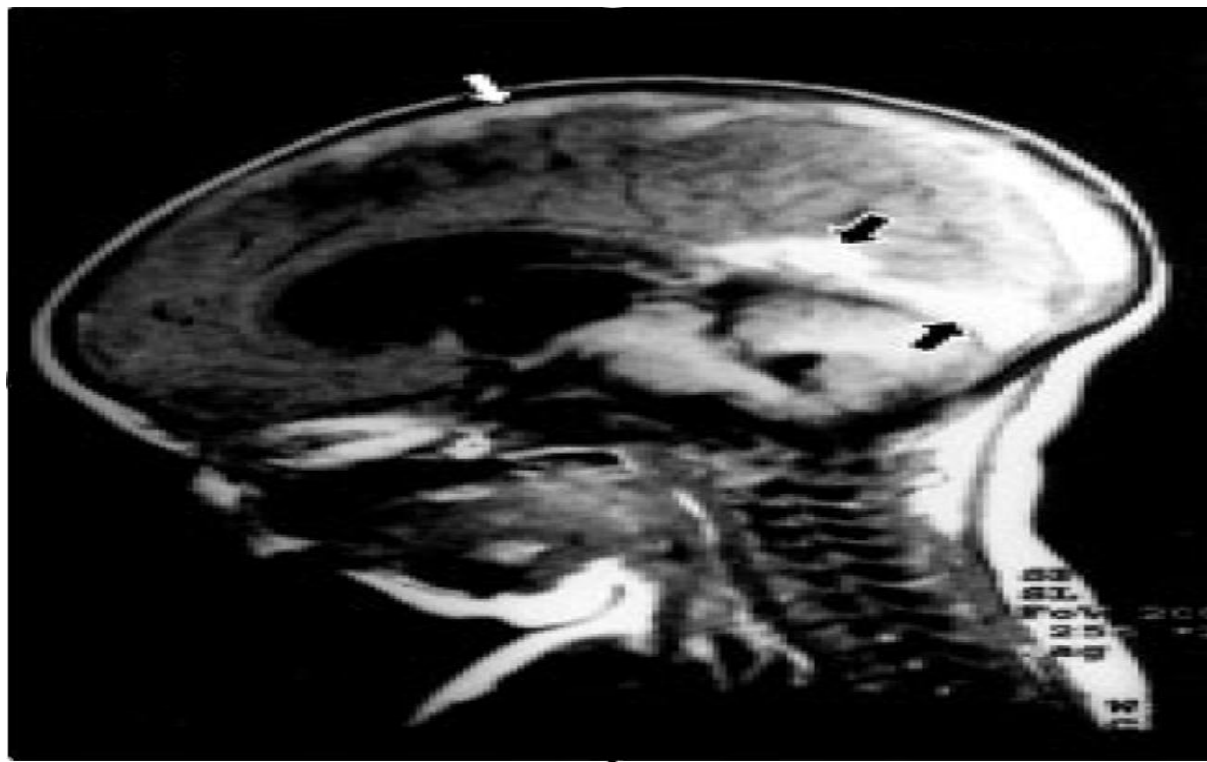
Coupe sagittale d'une IRM en séquence T1 montrant une thrombose dans les sinus sagittal supérieur et sinus droit [Iconographie du service de néonatalogie et réanimation néonatale CHU Mohammed VI].
